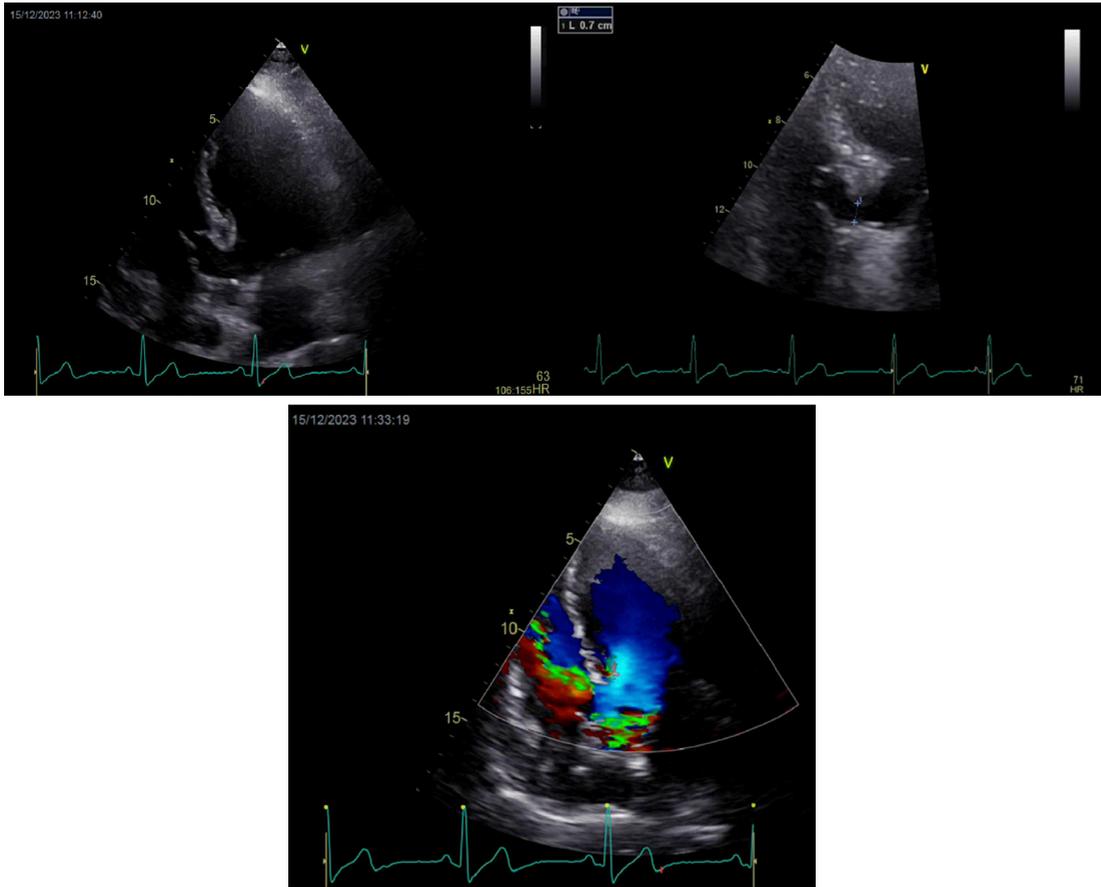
Ecocardiograma Transtorácico proyección apical que evidencia defecto de septum interventricular de 7 mm con membrana aneurismática.
